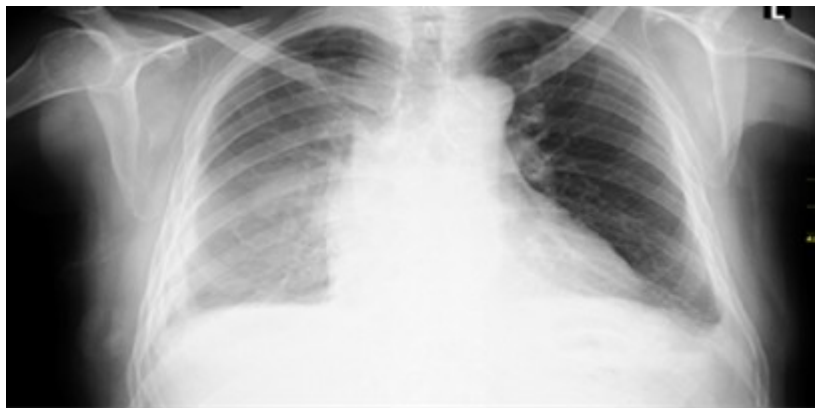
Radiografía de tórax evolutivo al alta del paciente que solo muestra un velamiento del hemitórax derecho pero sin la presencia de vísceras abdominales en su interior.
